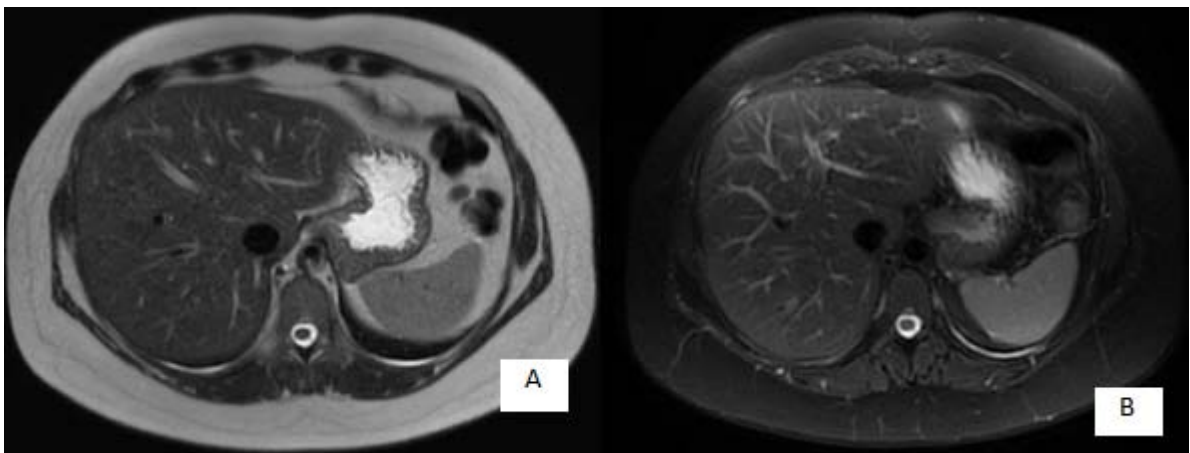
IRM hépatique en coupe axiale, (A) : Séquence T2 (B) :séquence T2 FAT SAT[38]
